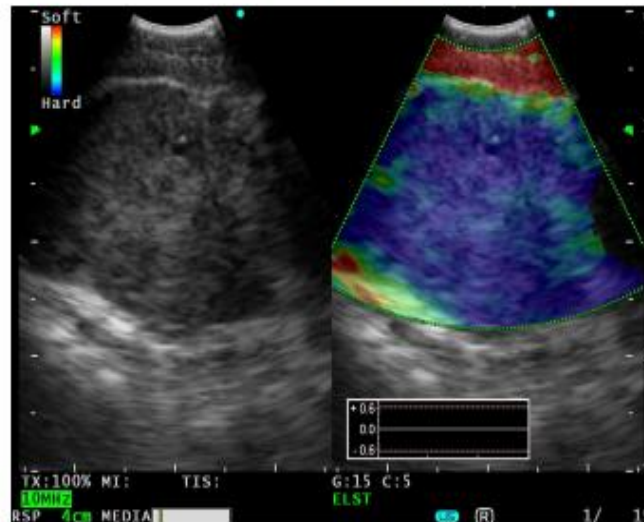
En el modo B se visualiza una adenopatía subcarinal de 20,7 mm. La elastografía en tiempo real con ultrasonografía endoscópica con ecobroncoscopio (USE-B) indica una infiltración homogénea y completa de la adenopatía (color azul).
